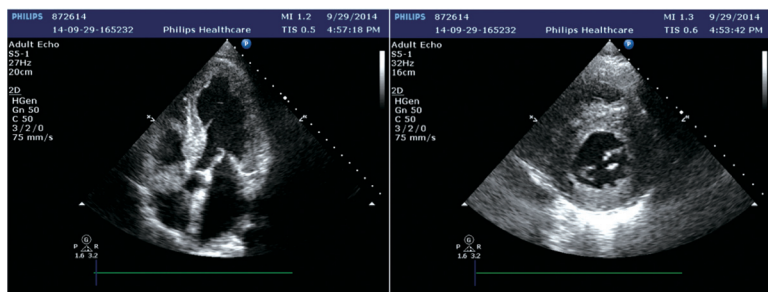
超声心动图可见弥漫性增厚伴颗粒状闪烁回声增强
